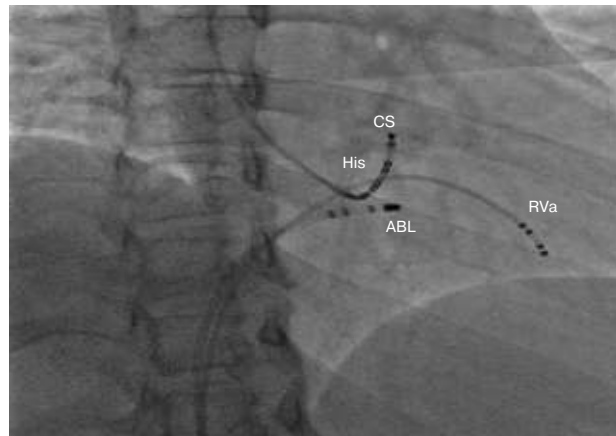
Рентгенограмма расположения электродов при абляции медленных путей у пациента с АВУРТ. Проекция правая косая 30°.
